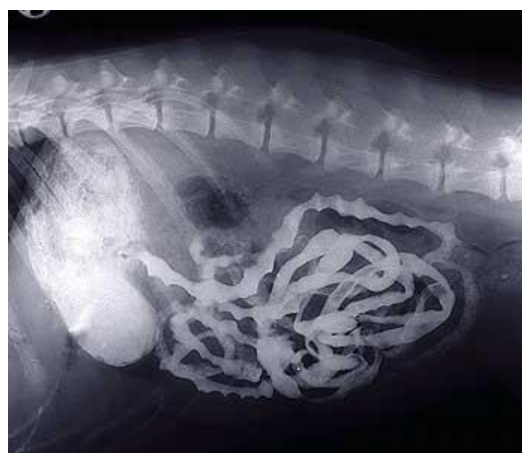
Radiografía entérica con medios de contraste.
